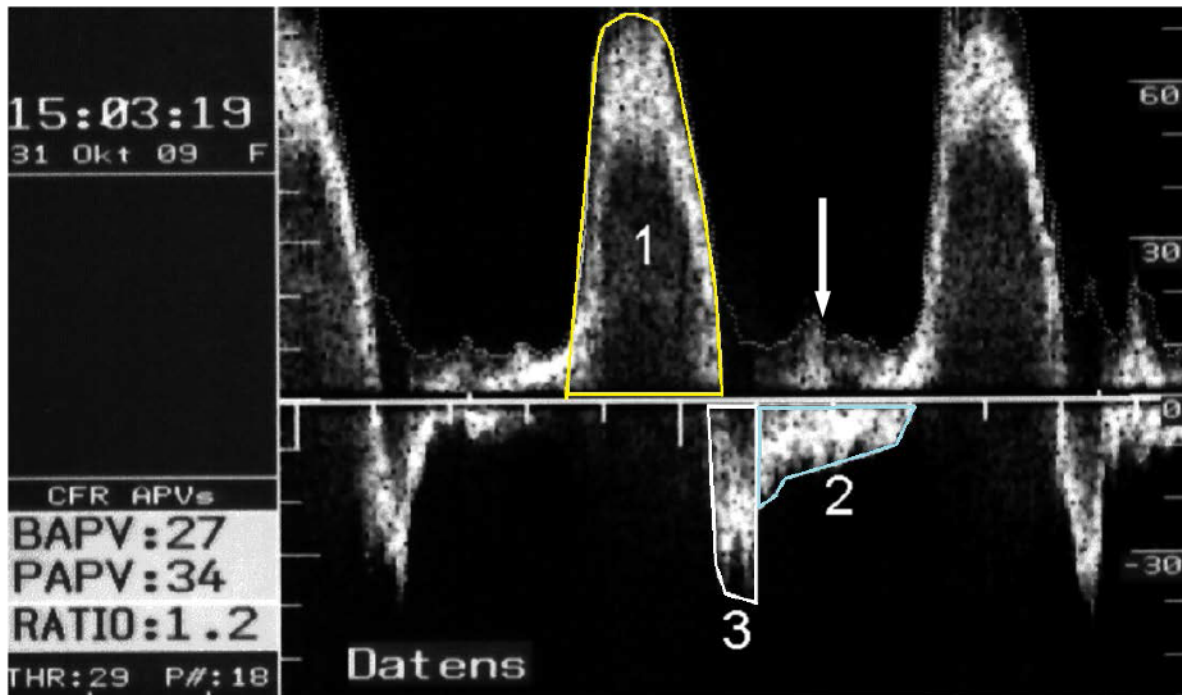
Originalregistrierung des antegraden- und retrograden Flusses mittels Doppler-Velocimeter. Flussgeschwindigkeit in cm/s als Skala am rechten Bildrand; Flussfraktionen: 1, antegrader Fluss; 2, retrograder Flussanteil; 3, für den Klappenschluss benötigter Regurgitationsjet. Die automatische Konturerkennung des Flow-Map-Gerätes erkannte negative Flüsse nicht und berechnete diese als positiven Fluss (Pfeil zeigt auf die falsche automatische Flusskurvenkonturierung).
